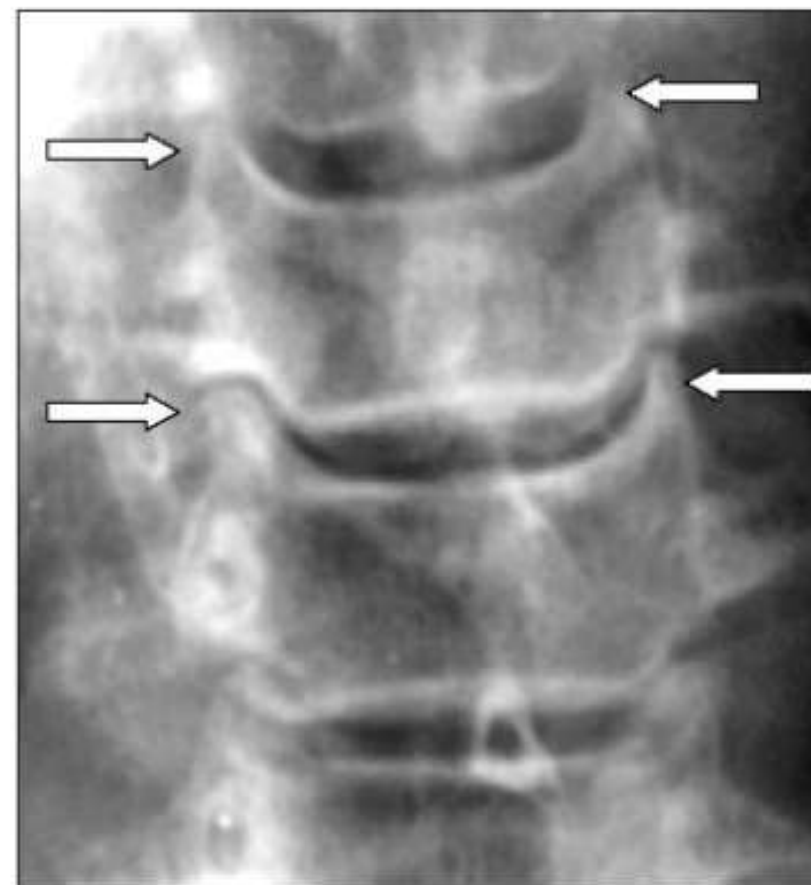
Рентгенограмма шейного отдела позвоночника в прямой проекции. Остеофиты на краях унковертебральных сочленений (стрелки)
